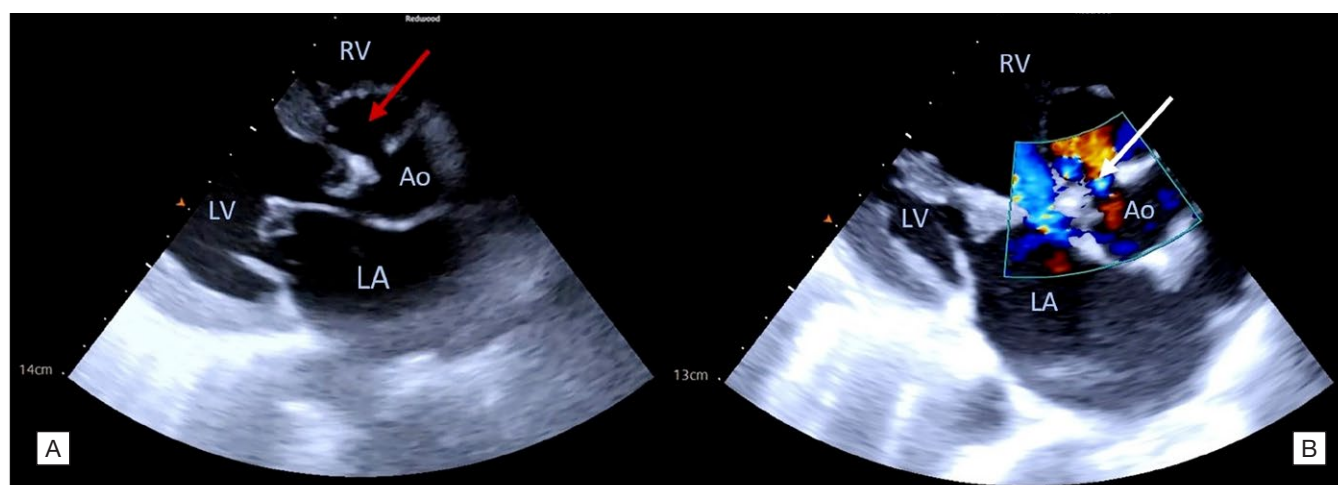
[A] - Ecografia cardíaca, em janela paraesternal eixo longo, com visualização de aparente pseudoaneurisma da aorta (seta vermelha). [B] - Ecografia cardíaca com Doppler, em janela paraesternal eixo longo, a evidenciar comunicação entre o pseudoaneurisma e a raiz da aorta (seta branca).
